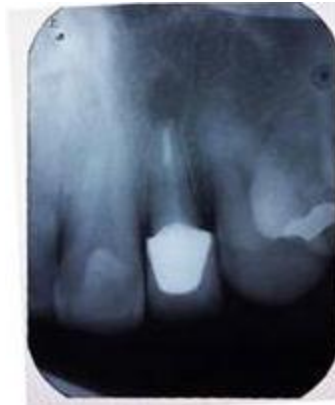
Radiografía final de control.
